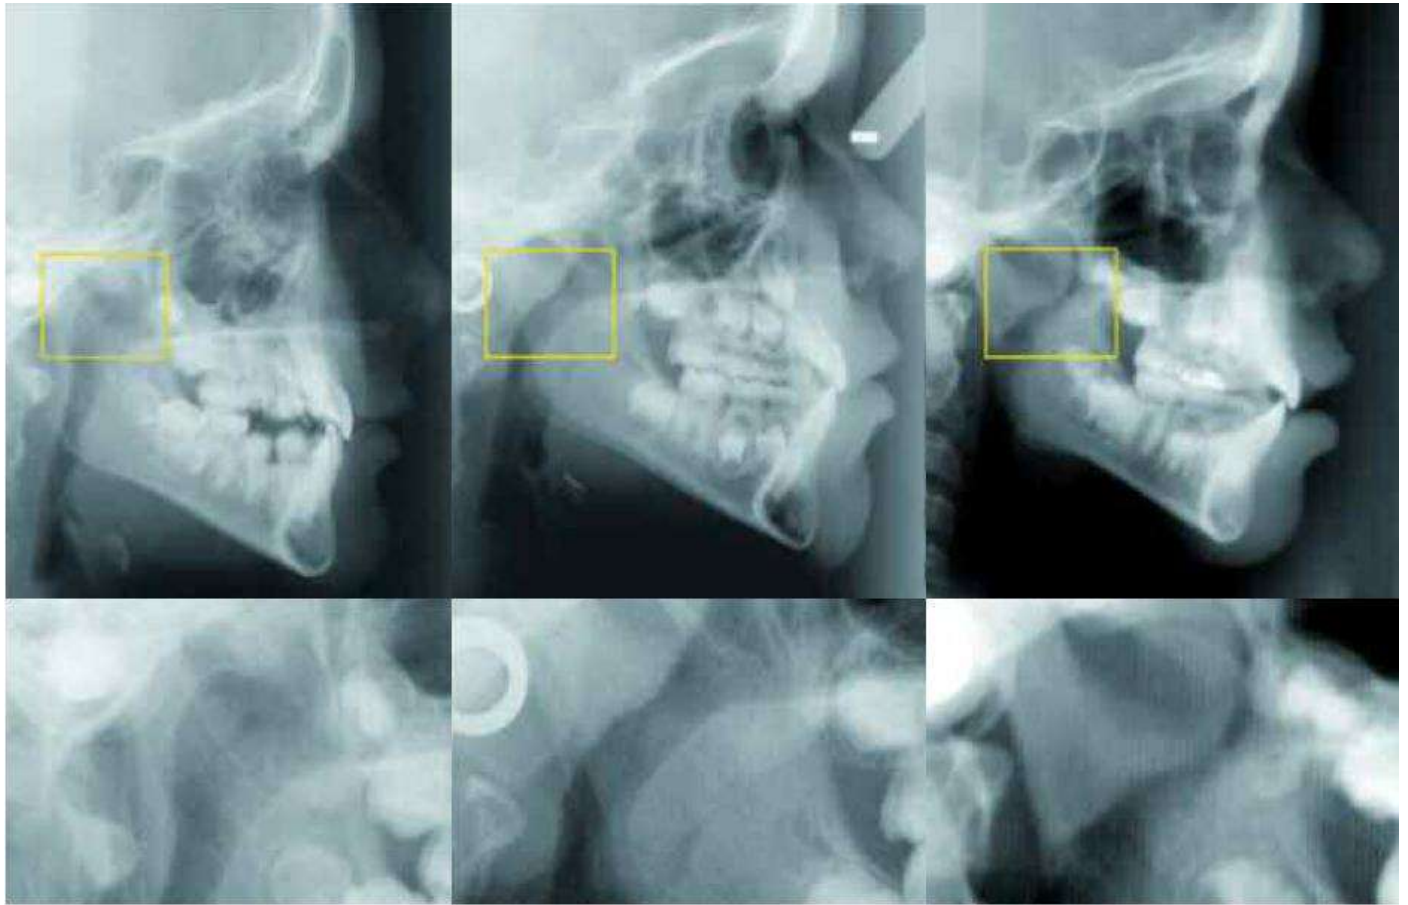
Telerradiografías en norma lateral mostrando en zona detallada diferentes relaciones espaciales del tejido adenoideo en el tracto respiratorio. (Fernández 2009)
